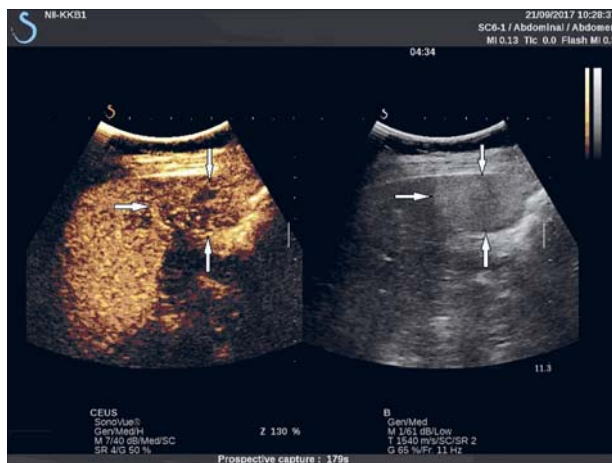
ГЦА КУУЗИ. Эффект WASH-OUT (274 с исследования), неравномерное «вымывание» УЗКП.
